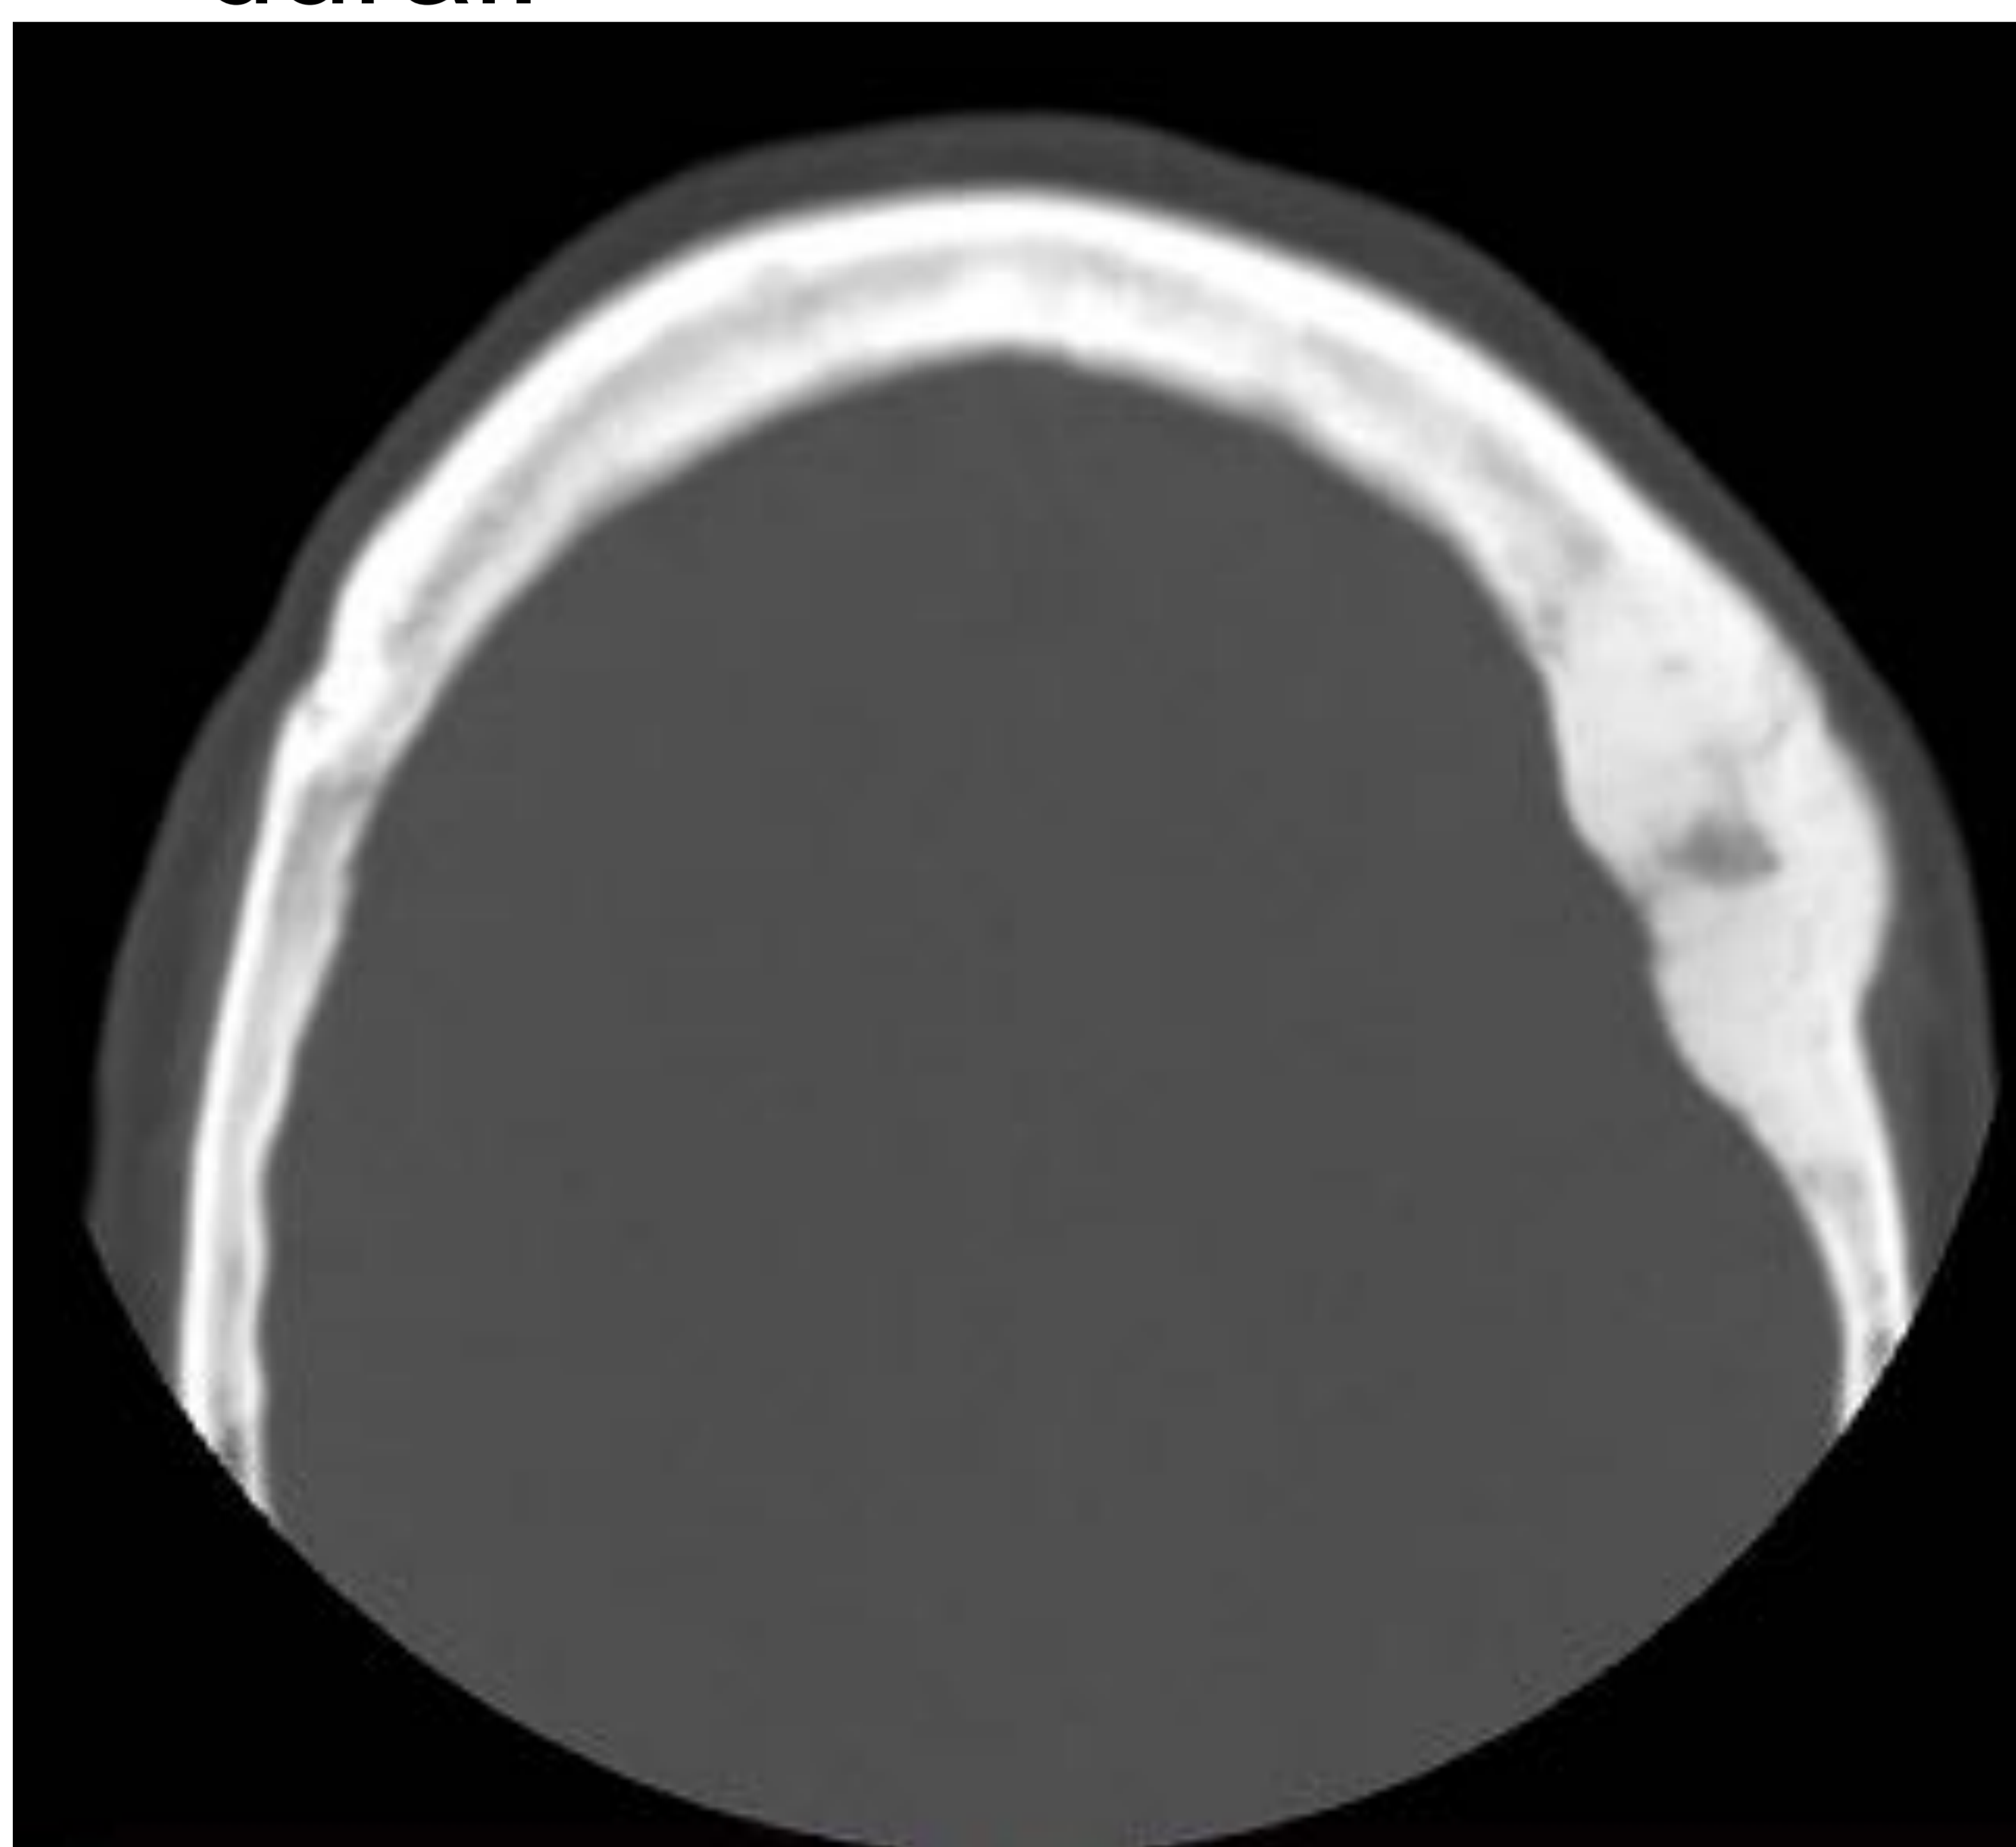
TC y RM.: T1 sag, T2 axial
